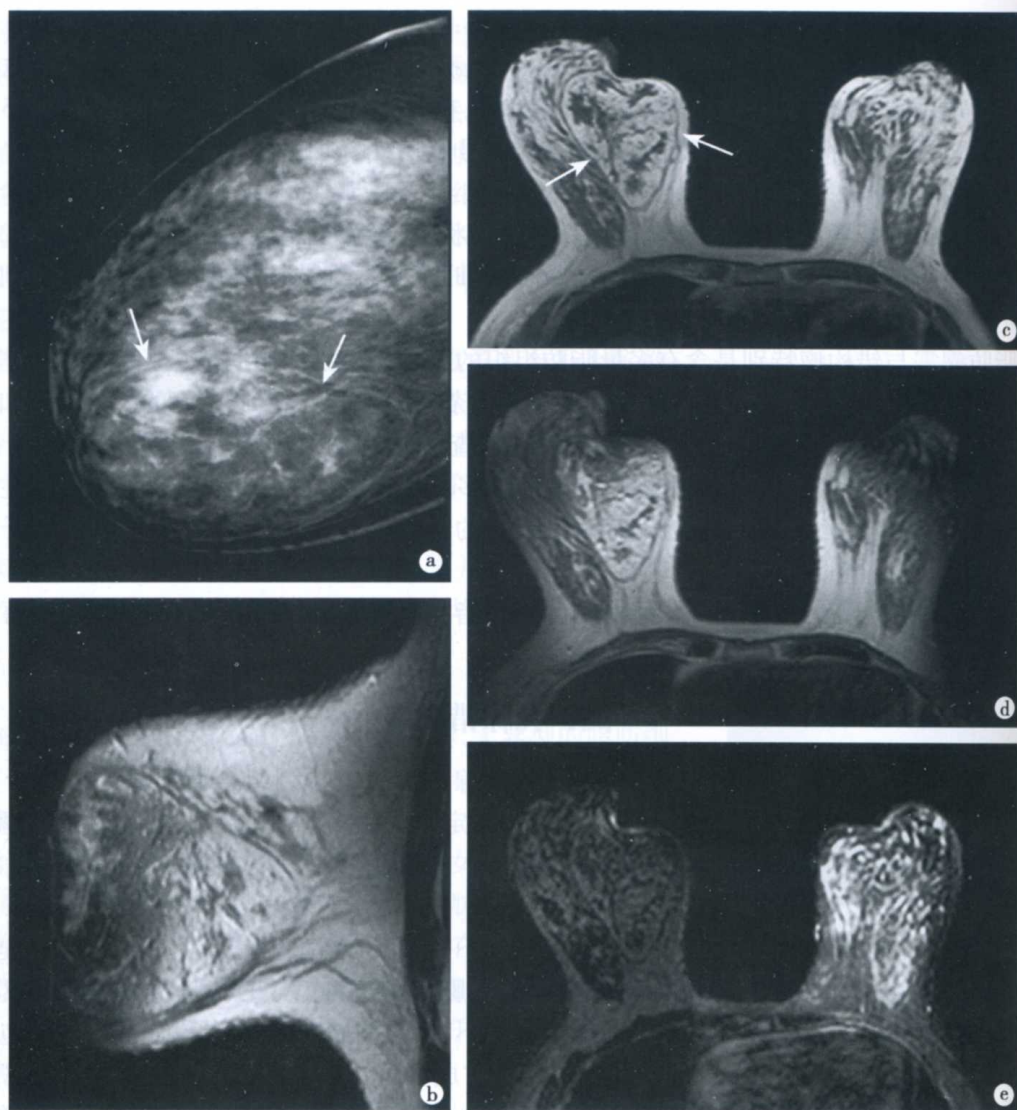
右乳腺错构瘤 X 线和 MRI 表现
